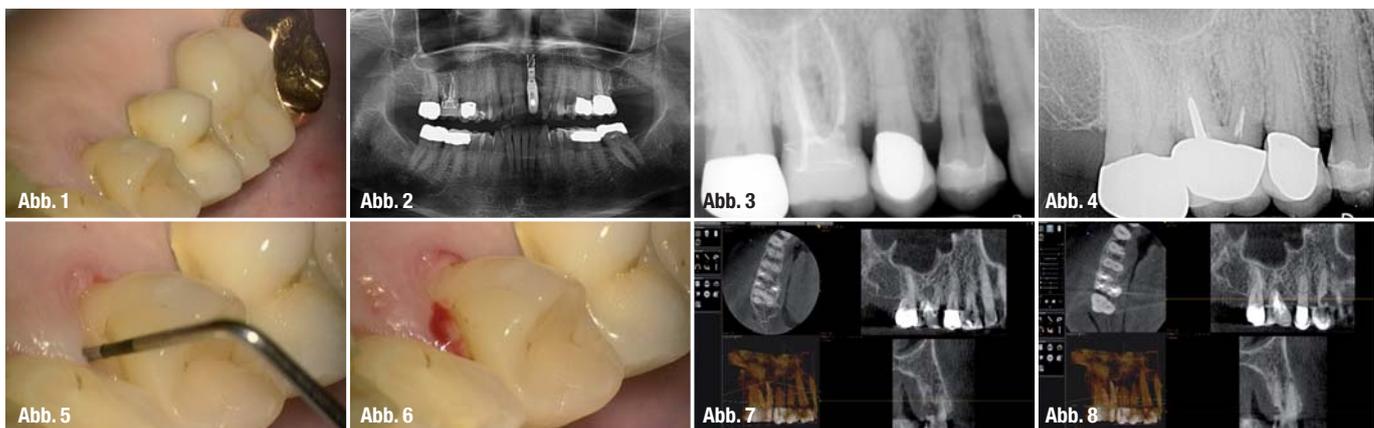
Vergleichs-Röntgenbild: Situation vom 14.01.2004 vor der Revision Zahn 16.
